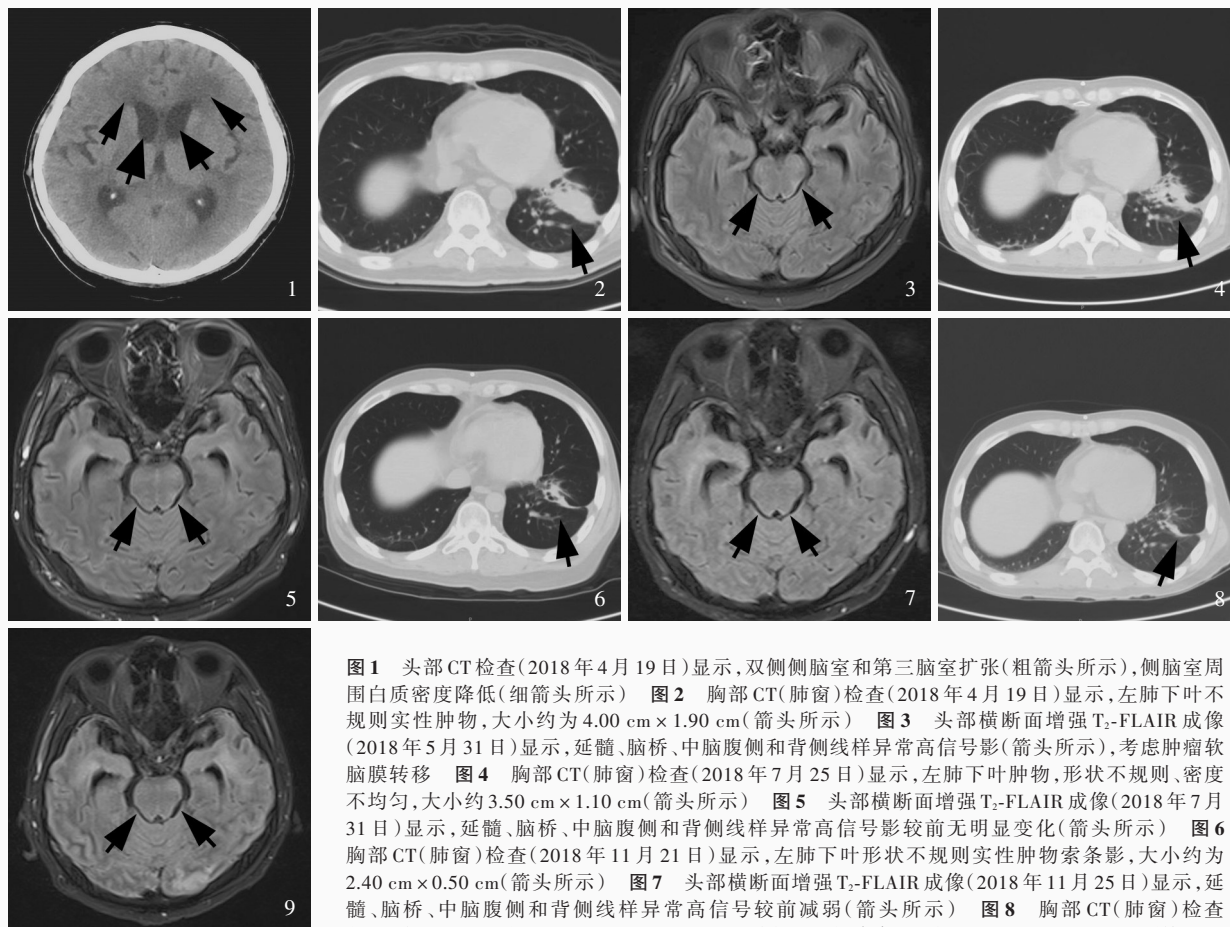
头部CT检查(2018年4月19日)显示,双侧侧脑室和第三脑室扩张(粗箭头所示),侧脑室周围白质密度降低(细箭头所示) 图2 胸部CT(肺窗)检查(2018年4月19日)显示,左肺下叶不规则实性肿物,大小约为4.00 cm×1.90 cm(箭头所示) 图3 头部横断面增强T₂-FLAIR成像(2018年5月31日)显示,延髓、脑桥、中脑腹侧和背侧线样异常高信号影(箭头所示),考虑肿瘤软脑膜转移 图4 胸部CT(肺窗)检查(2018年7月25日)显示,左肺下叶肿物,形状不规则、密度不均匀,大小约3.50 cm×1.10 cm(箭头所示) 图5 头部横断面增强T₂-FLAIR成像(2018年7月31日)显示,延髓、脑桥、中脑腹侧和背侧线样异常高信号影较前无明显变化(箭头所示) 图6 胸部CT(肺窗)检查(2018年11月21日)显示,左肺下叶形状不规则实性肿物索条影,大小约为2.40 cm×0.50 cm(箭头所示) 图7 头部横断面增强T₂-FLAIR成像(2018年11月25日)显示,延髓、脑桥、中脑腹侧和背侧线样异常高信号较前减弱(箭头所示) 图8 胸部CT(肺窗)检查(2019年6月25日)显示,左肺下叶形状不规则实性肿物索条影,大小约2.20 cm×0.40 cm(箭头所示)
